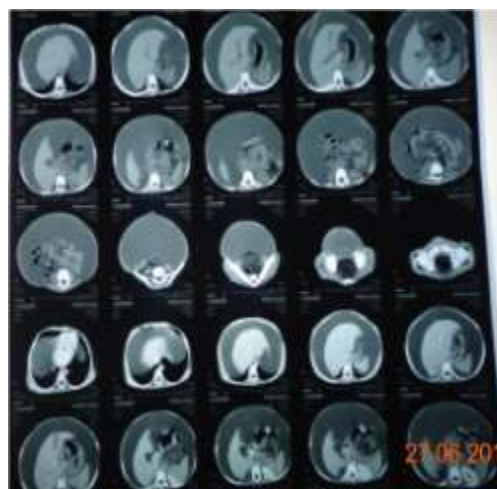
TDM: Foie homogène avec signes de cavernome portal (par atrésie portale congénitale ou sténose acquise), varices péri-gastrique et splénique associées à une importante ascite libre et un aspect de pancréatite chronique.
